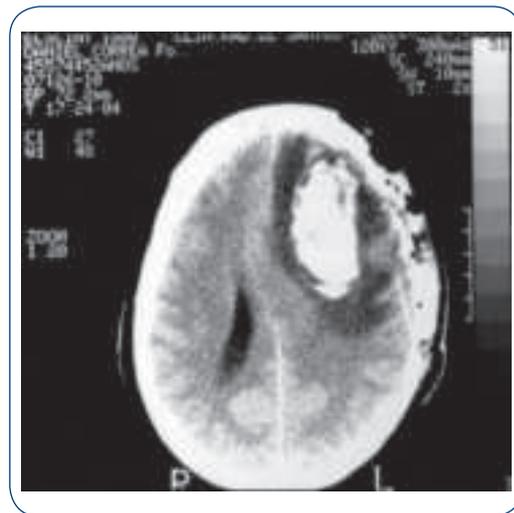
CT de crânio mostrando volumosa contusão frontotemporal E, que foi mais bem evidenciada após drenagem de volumoso HSD agudo frontotemporal. parietal E.
